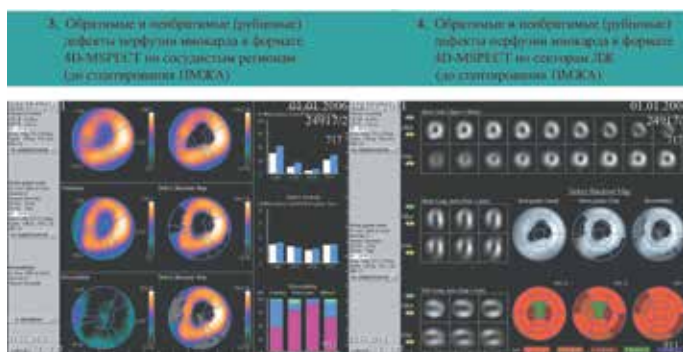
Изображения перфузии и подвижности миокарда в формате 3D у пациента Ш-ва А.А. до стентирования ПМЖА
